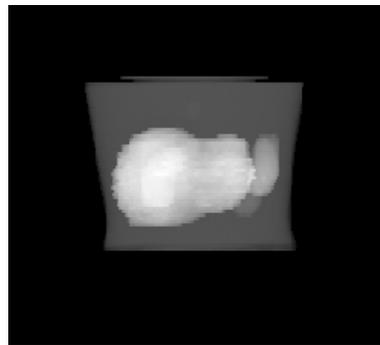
Projection scintigraphique antérieure simulée du LIQUI-FIL™ n'incluant pas la diffusion COMPTON ni le bruit de détection. Une fonction γ de type racine carrée a été appliquée sur l'image pour permettre de visualiser l'activité présente dans le fond de la cuve.
